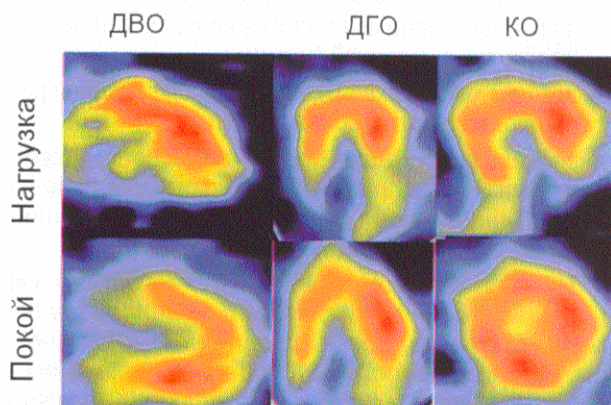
Томосрезы сердца, полученные после инъекции  $^{99m}\text{Tc}$ -МИБИ на пике дипиридамоловой пробы и в покое, у пациента с окклюзией огибающей коронарной артерии, постинфарктным кардиосклерозом. На нагрузочных сцинтиграммах и в покое отмечается дефект перфузии в задних и боковых отделах левого желудочка
